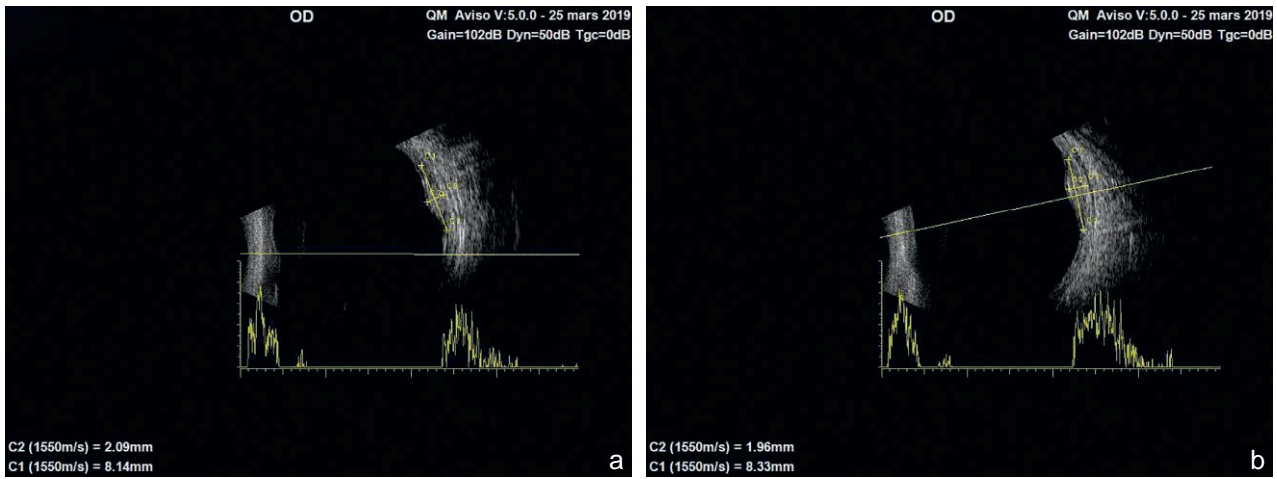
a, b. Échographie en mode B couplé au mode A. Hyperéchogénicité homogène.
